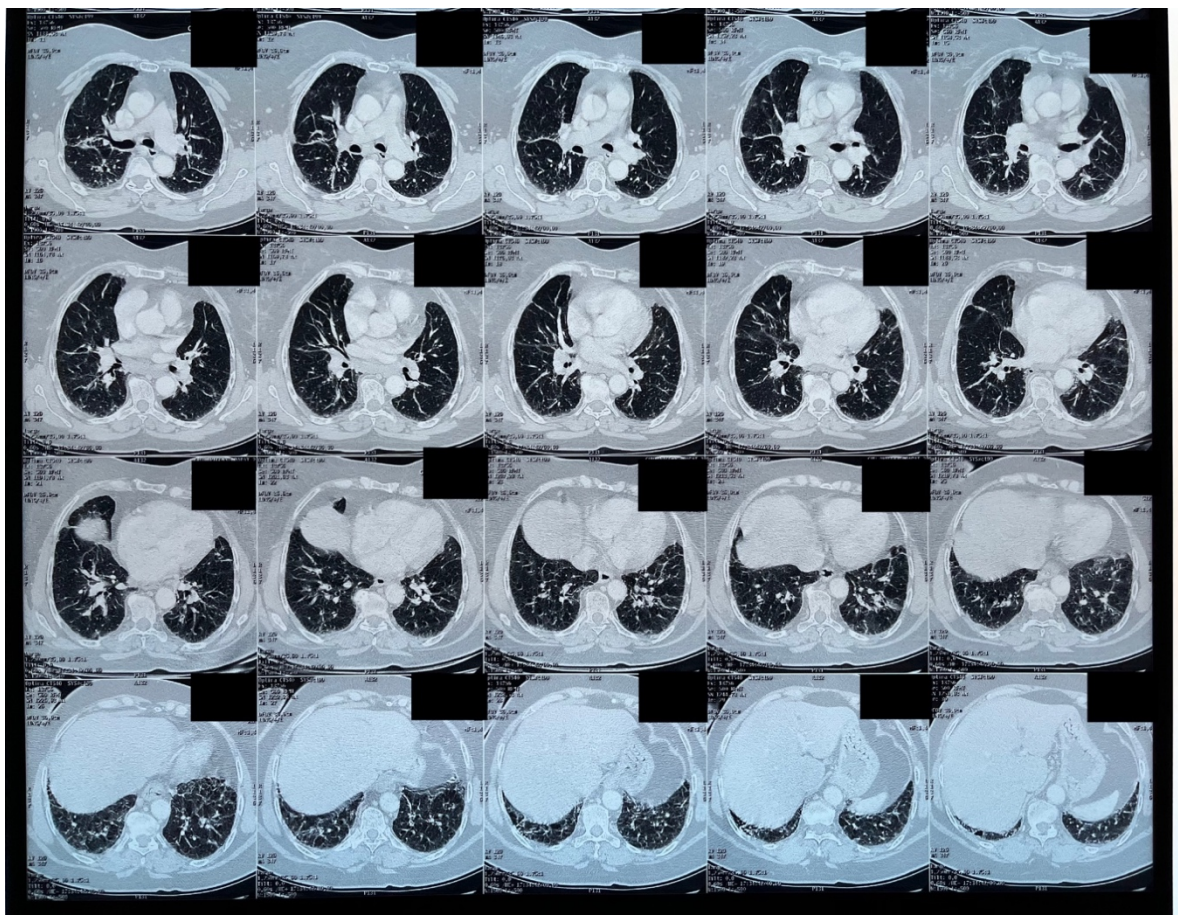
TDM de l'année 2017
